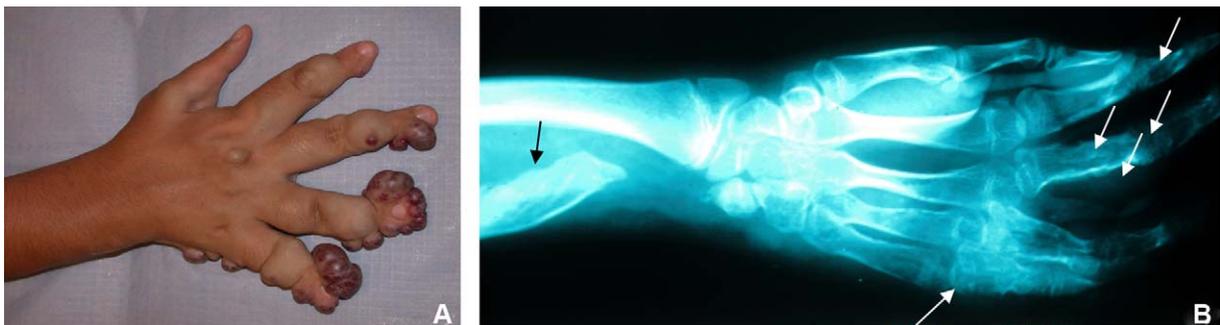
Syndrome de Maffucci. A : multiples anomalies veineuses déformant les doigts associées à de nombreux enchondromes (→) comme le démontre la radiographie (B).
